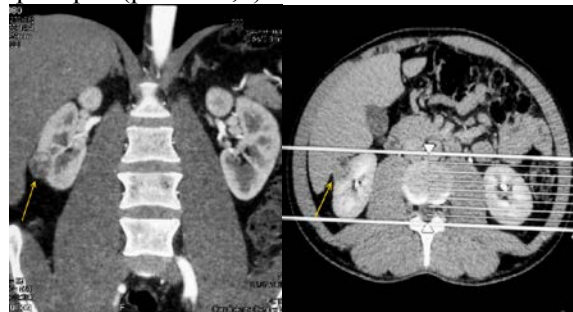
Мультиспиральная компьютерная томография: а – МПР, паренхиматозная фаза. Стрелкой указана опухоль правой почки; б – аксиальный срез, паренхиматозная фаза. Стрелкой указана опухоль правой почки
